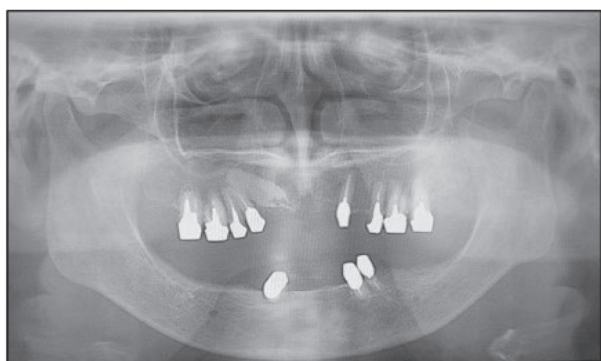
現在のパノラマ X線写真 (2021年 12月)
